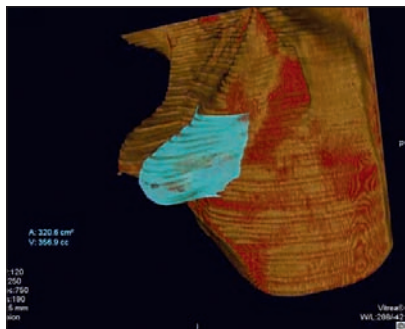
Расчет объема молочной железы методом спиральной компьютерной томографии на томографе Toshiba Asteion B и обработкой данных и построением 3D-реконструкции на рабочей станции Vitrea. Объем молочной железы 357 см³.
